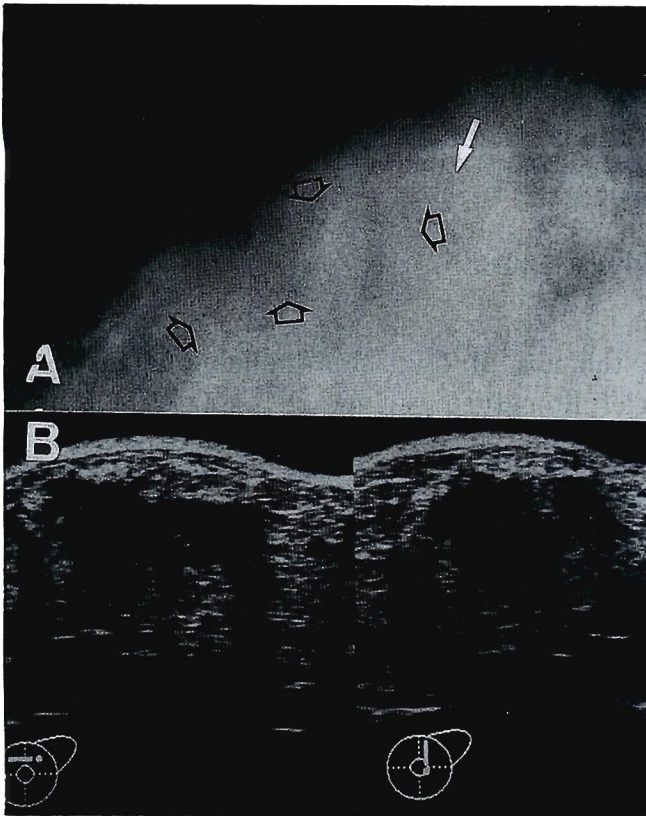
Mammography of the breast showing faintly outline of the tumor (open arrow heads) and calcification (white arrow) (A). Ultrasonography revealing a heterogeneously hypoechoic mass with irregular margin 4.0 X 1.5 cm in size (B).
